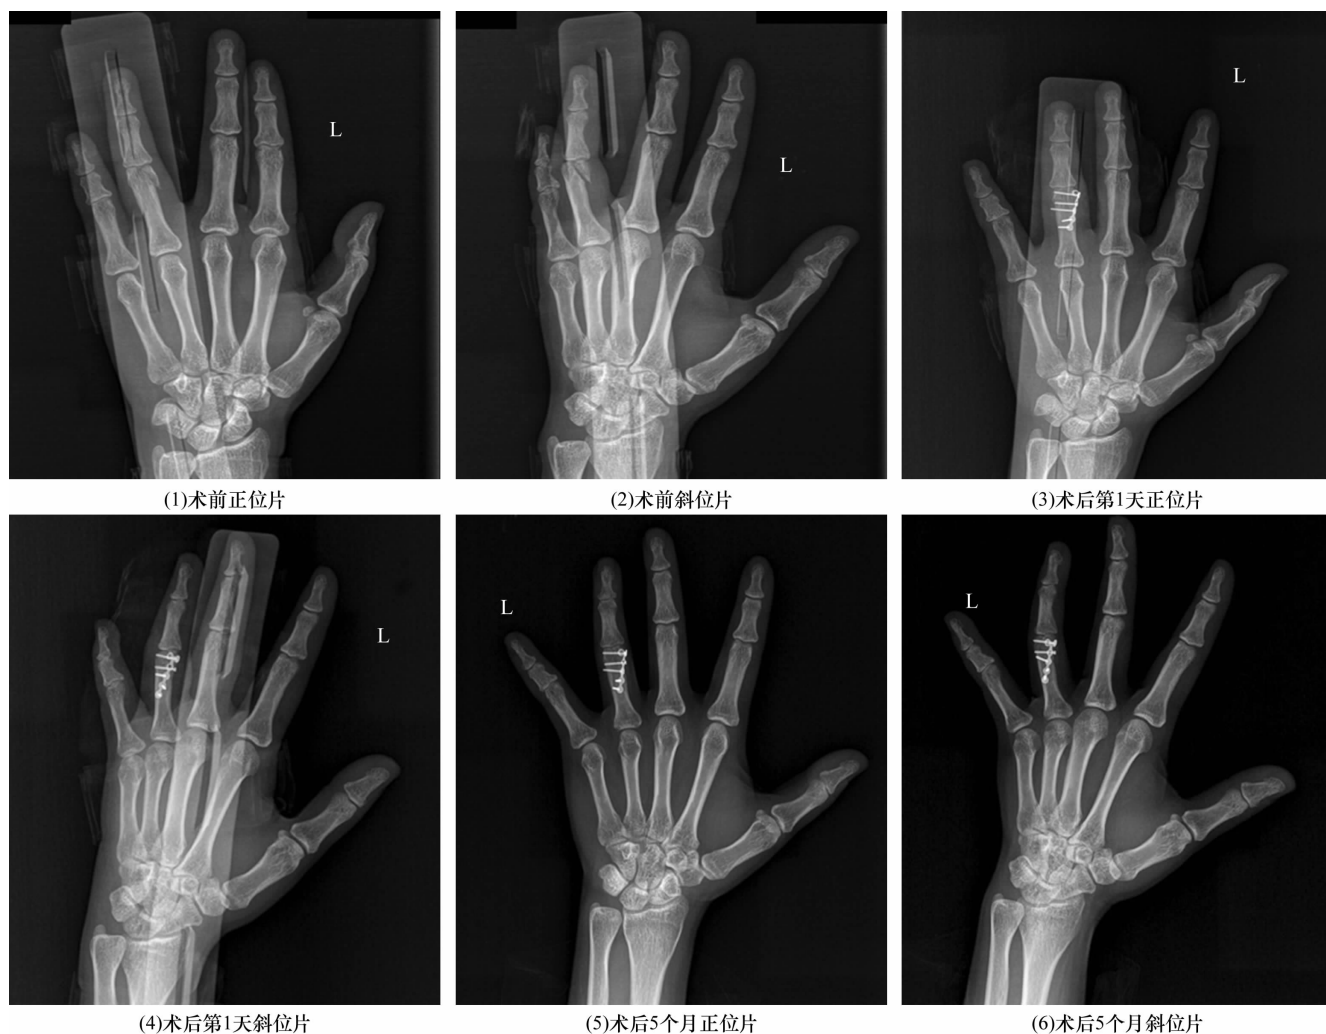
患者,女,33岁,左手环指近节指骨远端骨折X线片
